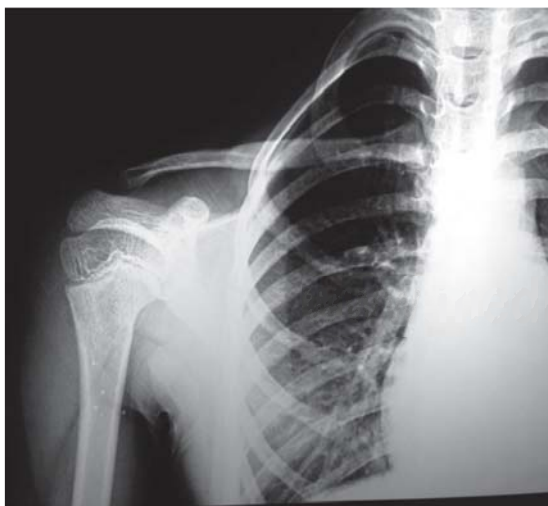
Radiografía anteroposterior del hombro derecho con fractura consolidada (secuencia de la figura 1). Se aprecia callo por osificación endocranal y el restablecimiento de la alineación en el plano frontal.
